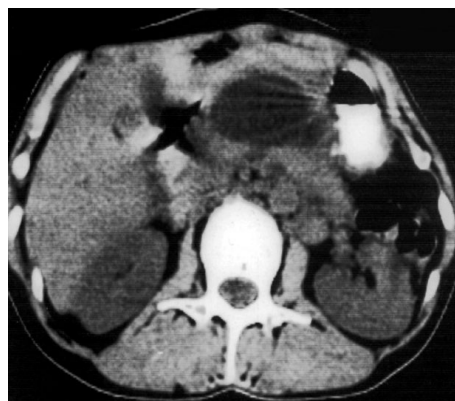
Разрыв поджелудочной железы при МСКТ.
